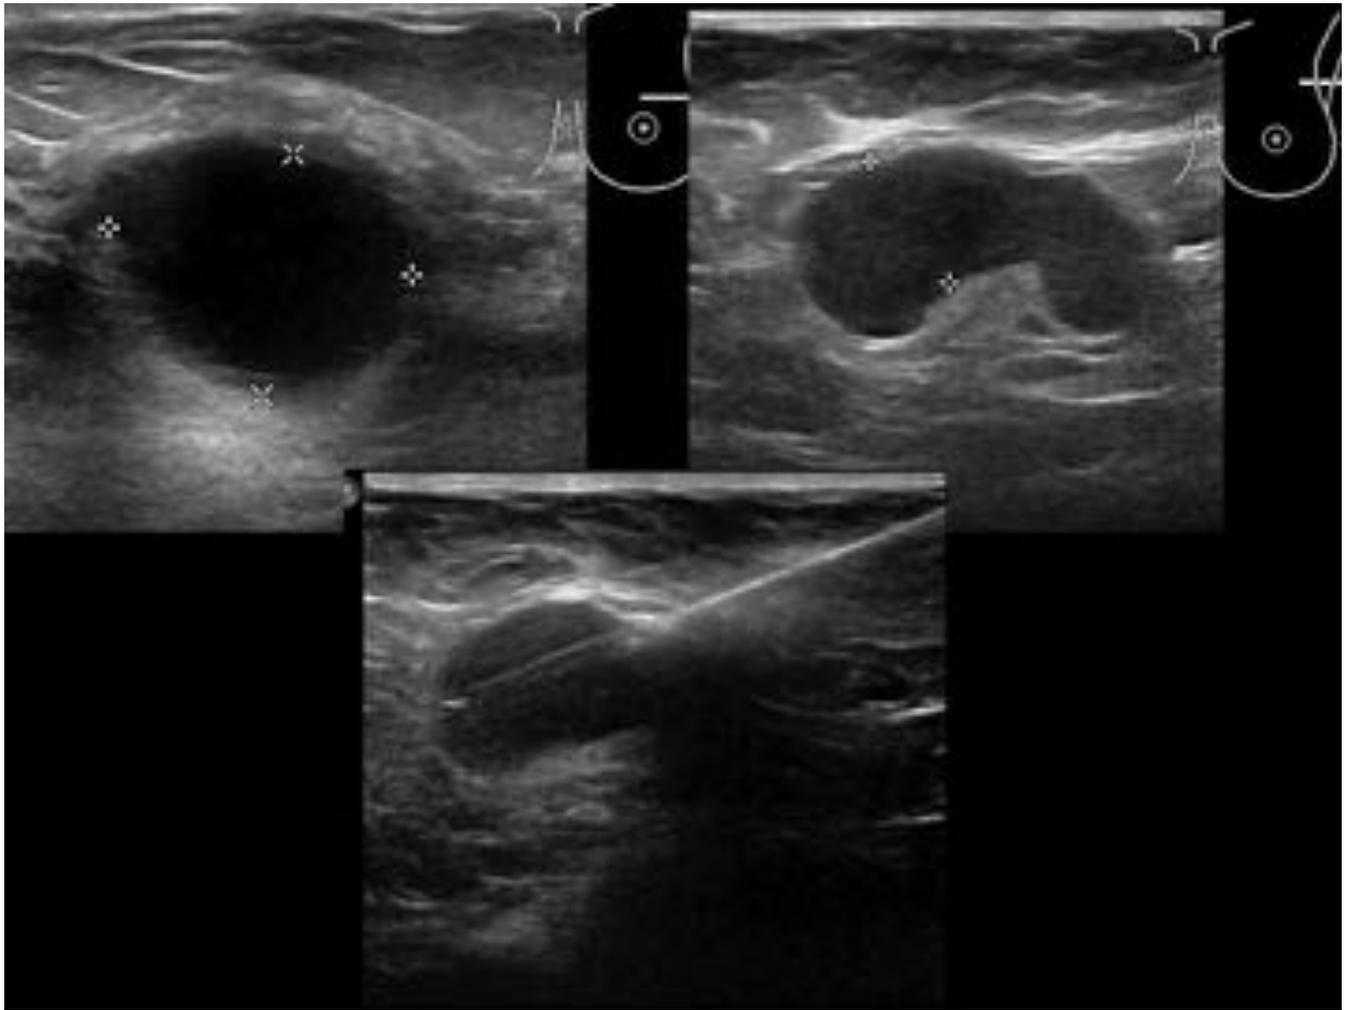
ECOGRAFÍA DE MAMA. Quiste complejo de 2.6 cm, drenado, con obtencion de material sero cavidad. Ganglio axilar izquierdo de 3.2 cm de características sospechosas.
